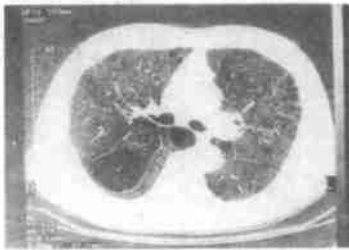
肺大泡 CT 像 WW 1200 HU, WL - 800 HU
